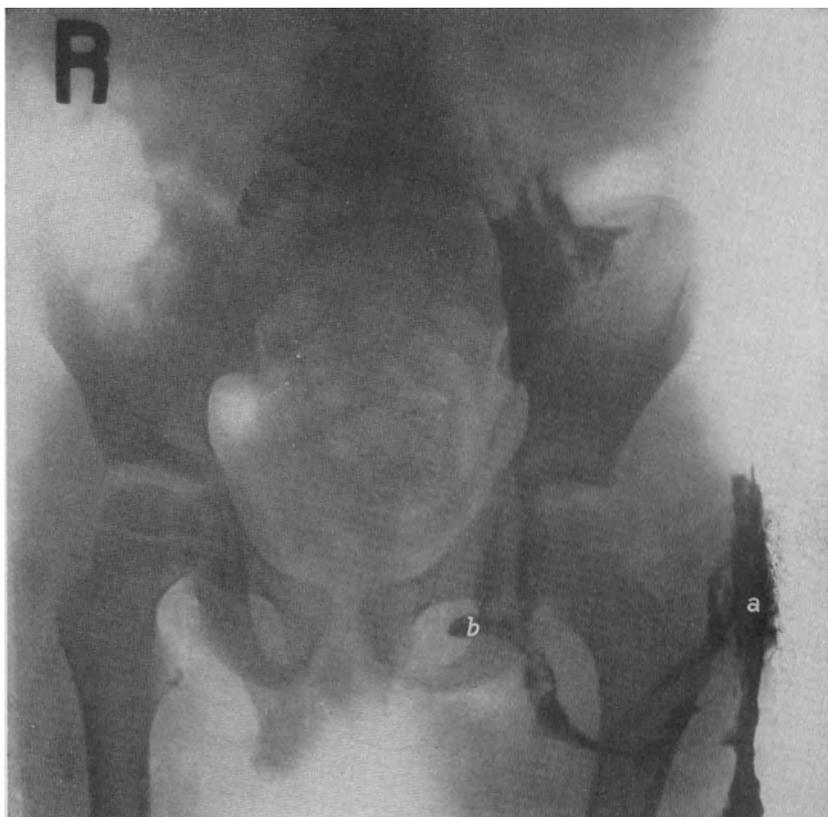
Röntgenaufnahme eines mit Wismut-Kochsalzlösung-Aufschwemmung aufgefüllten reinen Psoasabszesses durch Injektion in die Fistel an der Außenseite des Oberschenkels. *a* Weg des Abszesses, hinten um den Oberschenkel herum der Art. circumfl. fem. med. folgend. *b* Weg des Abszesses, dem Ramus superficialis dieser Arterie entlang.
